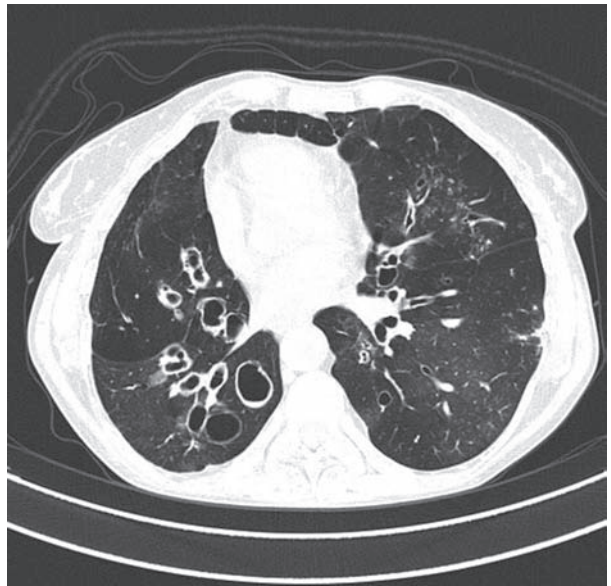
Tomografia computadorizada do tórax de alta resolução revela bronquiectasias cilíndricas e saculares bilaterais (Figura inserida na capa da revista).
